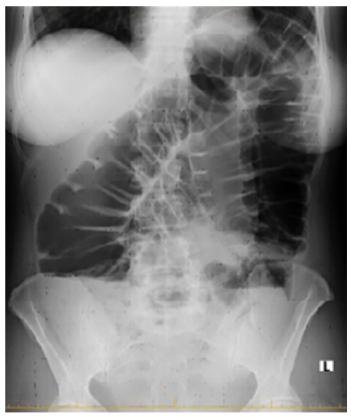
Рентгенография брюшной полости
